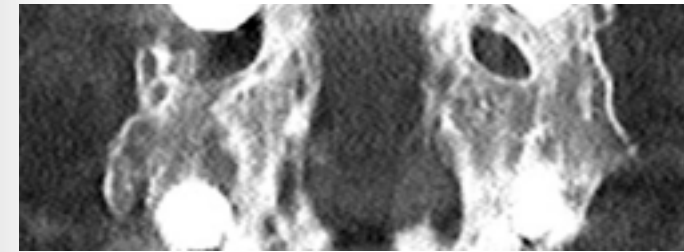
Fusionsmasse in koronarem CT-Scan nach dorsolateraler Fusion mit Bioglass
